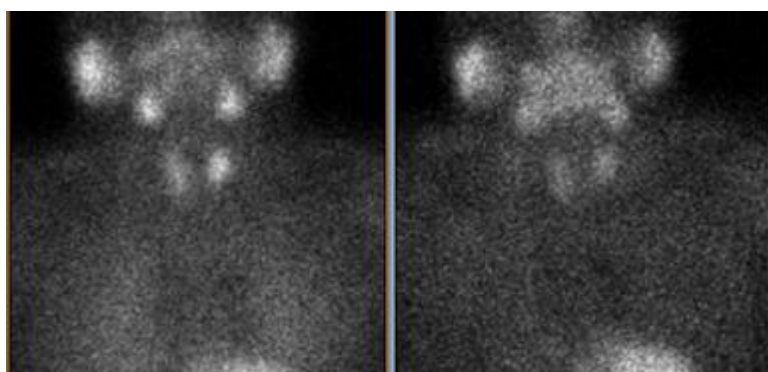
Результаты сцинтиграфии и ОЭКТ/КТ ПЩЖ пациентки В., 75 л. По данным планарного исследования – Grade 1. По данным ОЭКТ/КТ – очаг накопления РФП по задней поверхности левой доли щитовидной железы на уровне средней ее трети (признаки гиперплазии/аденомы левой верхней ПЩЖ).
